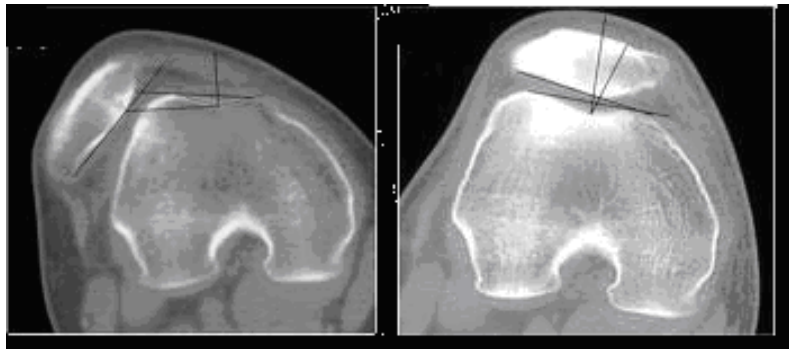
Вивих надколінника (КТ)
